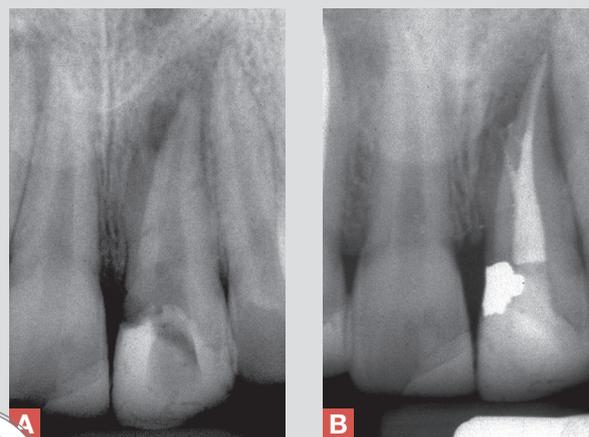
Giovane paziente con anamnesi positiva per trauma dentale nel settore frontale superiore ► a) La radiografia iniziale mostra la completa formazione dell'apice radicolare di tutti gli elementi del gruppo incisivo. I valori di risposta al test elettrico applicato all'elemento 1.1 si erano progressivamente elevati ai controlli ravvicinati eseguiti a breve distanza dall'evento traumatico. b) Radiografia intra-operatoria dopo la compattazione a caldo della gutta-perca secondo la tecnica descritta nel Capitolo 6. L'otturazione del canale radicolare appare densa. c) Radiografia postoperatoria: evidente la conformazione semplice dello spazio endodontico: ampio canale unico all'interno di una radice singola. d) Rx a 13 anni.
